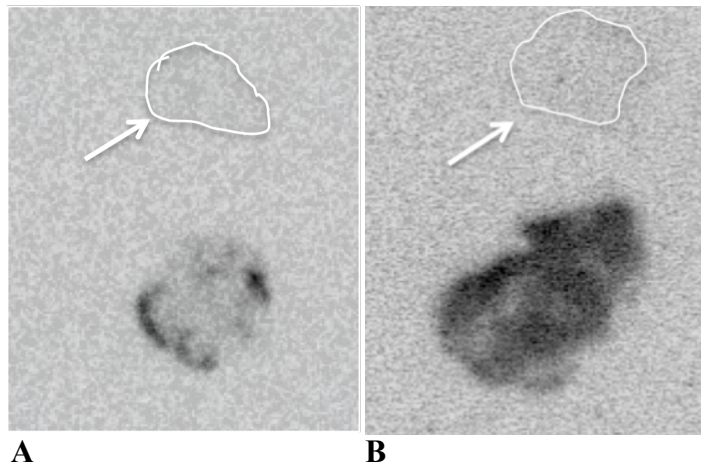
Die Autoradiographie von Tumor- und Muskelschnitten mit jeweils $[^{18}\text{F}]\text{FAZA}$ (A) und $[^{18}\text{F}]\text{GalactoRGD}$ (B). Die Tumorschnitte visualisieren die intratumorale Heterogenität der Tracerverteilung: Während $[^{18}\text{F}]\text{FAZA}$ in den hypoxischen Randbereichen des Tumors angereichert hat, findet sich die $[^{18}\text{F}]\text{GalactoRGD}$ -Akkumulation im gesamten Tumorschnitt. Jeweils direkt über dem $[^{18}\text{F}]\text{FAZA}$ - (A) bzw. $[^{18}\text{F}]\text{GalactoRGD}$ - (B) anreichernden Tumor ist das jeweils zugehörige Muskelgewebe (weiße Pfeile) abgebildet: Darin zeigt sich fast keine Traceraufnahme.
